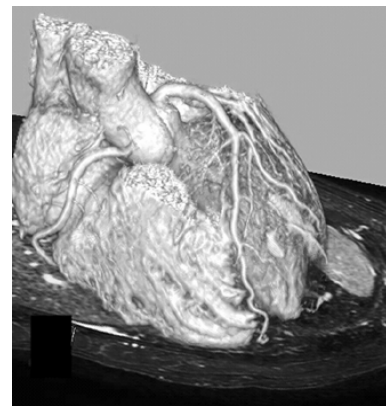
Immagine tridimensionale mediante tomografia computerizzata multidetettore 64 strati in un paziente privo di stenosi coronariche.
